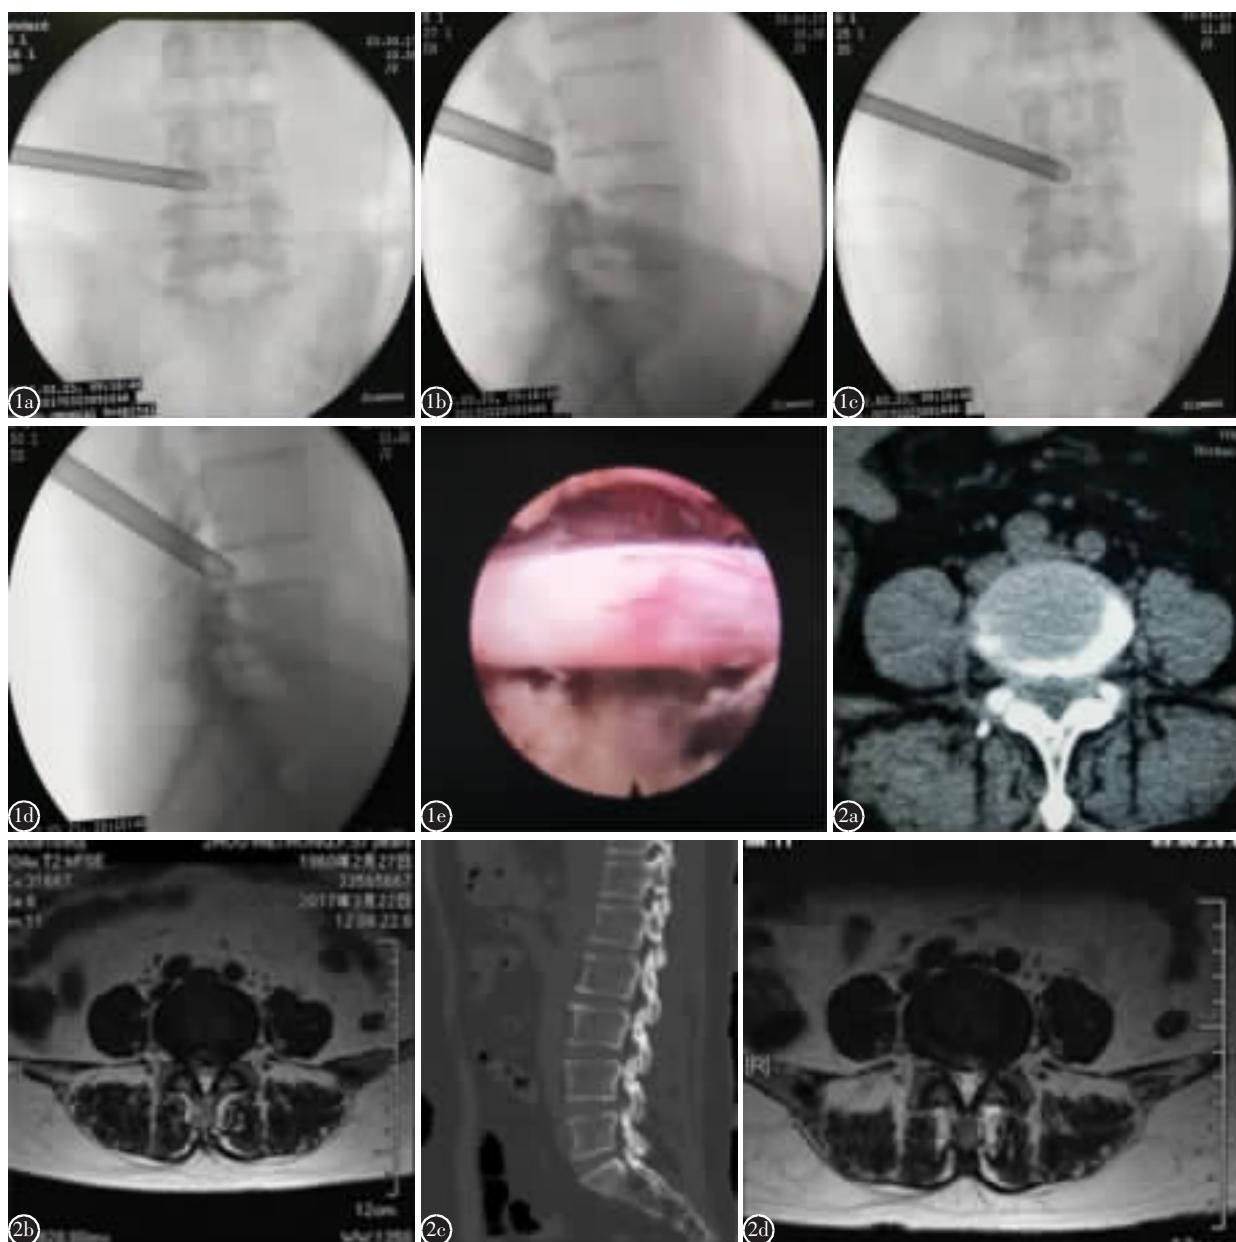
手术过程 a、b 逐级扩张套筒正侧位位于关节突关节,硬膜囊背侧 c、d 硬膜囊背侧减压完成后,腹侧减压工作套筒的位置 e 硬膜囊背侧、腹侧减压彻底后,镜下见神经根完全松解,搏动良好 图 2 患者女,57岁,行 VPTED 治疗 a、b 腰椎 CT、MRI 示 L4/5 椎管狭窄并椎间盘向左突出,硬膜囊受压 b、c 术后 CT、MRI 示突出髓核已被摘除,椎管减压充分,硬膜囊无压迫
